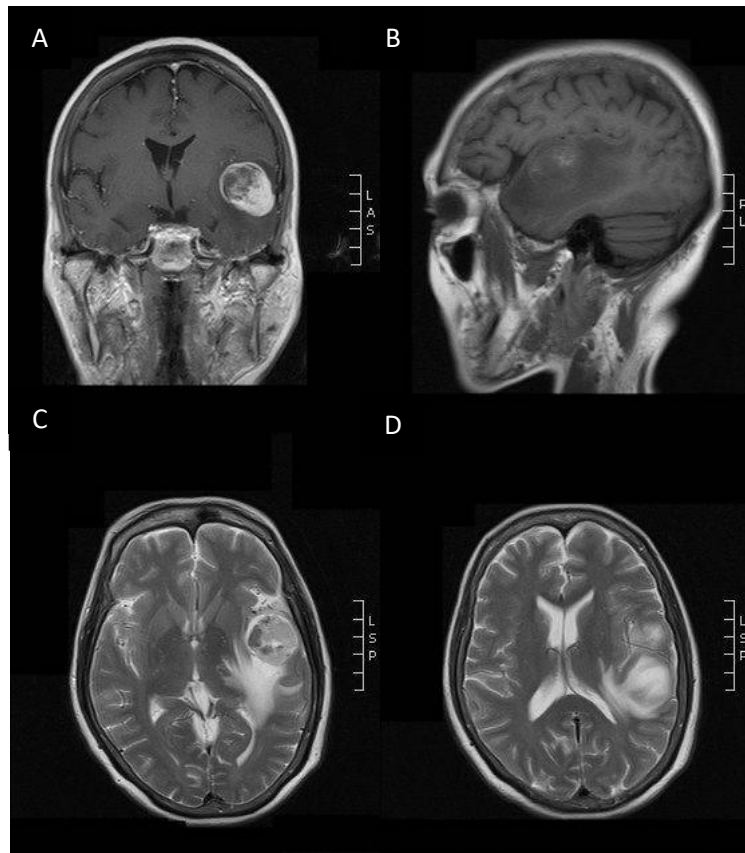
Estudio de imagen por resonancia magnética estructural. A) en secuencia T1 con gadolinio en corte coronal en el que se observa lesión tumoral intra-axial que afecta la región temporoinsular izquierda. B) Secuencia T1 simple en corte sagital en la que se
